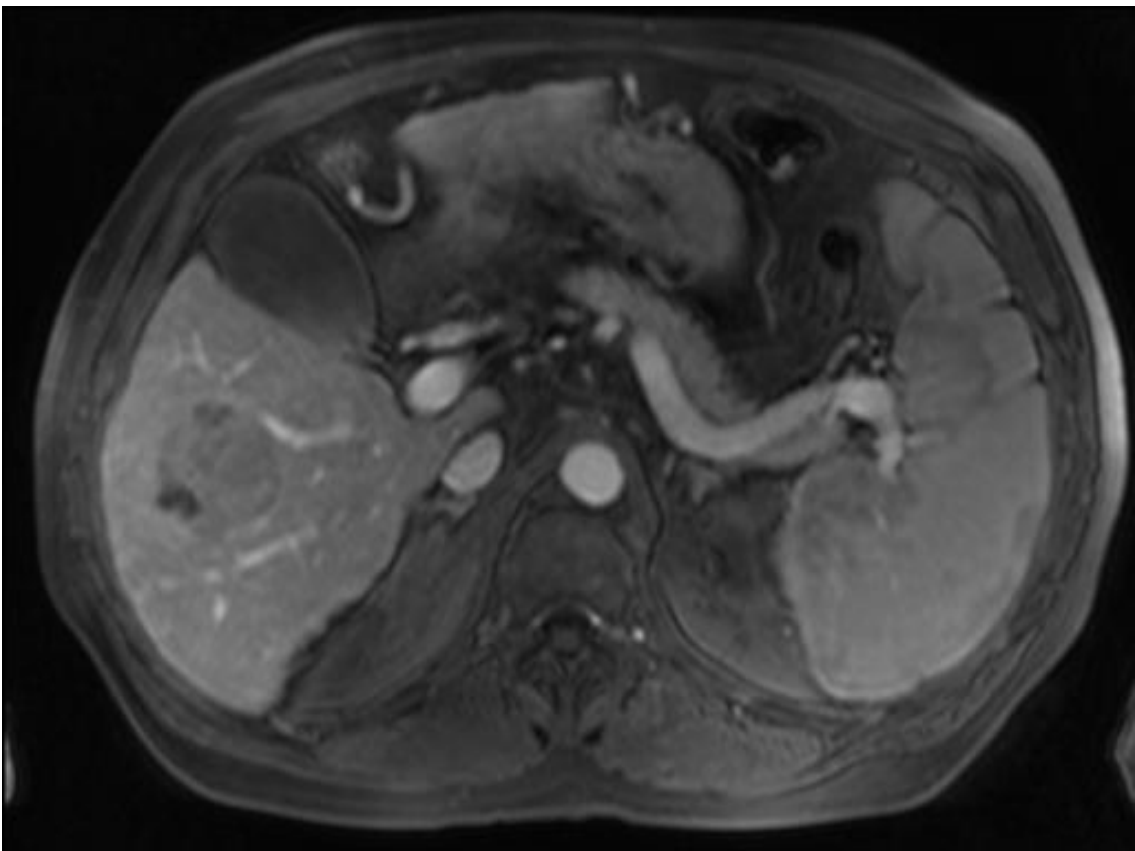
HCC in der venösen Kontrastmittelfase mit typischem Washout (MRT-Untersuchung)
